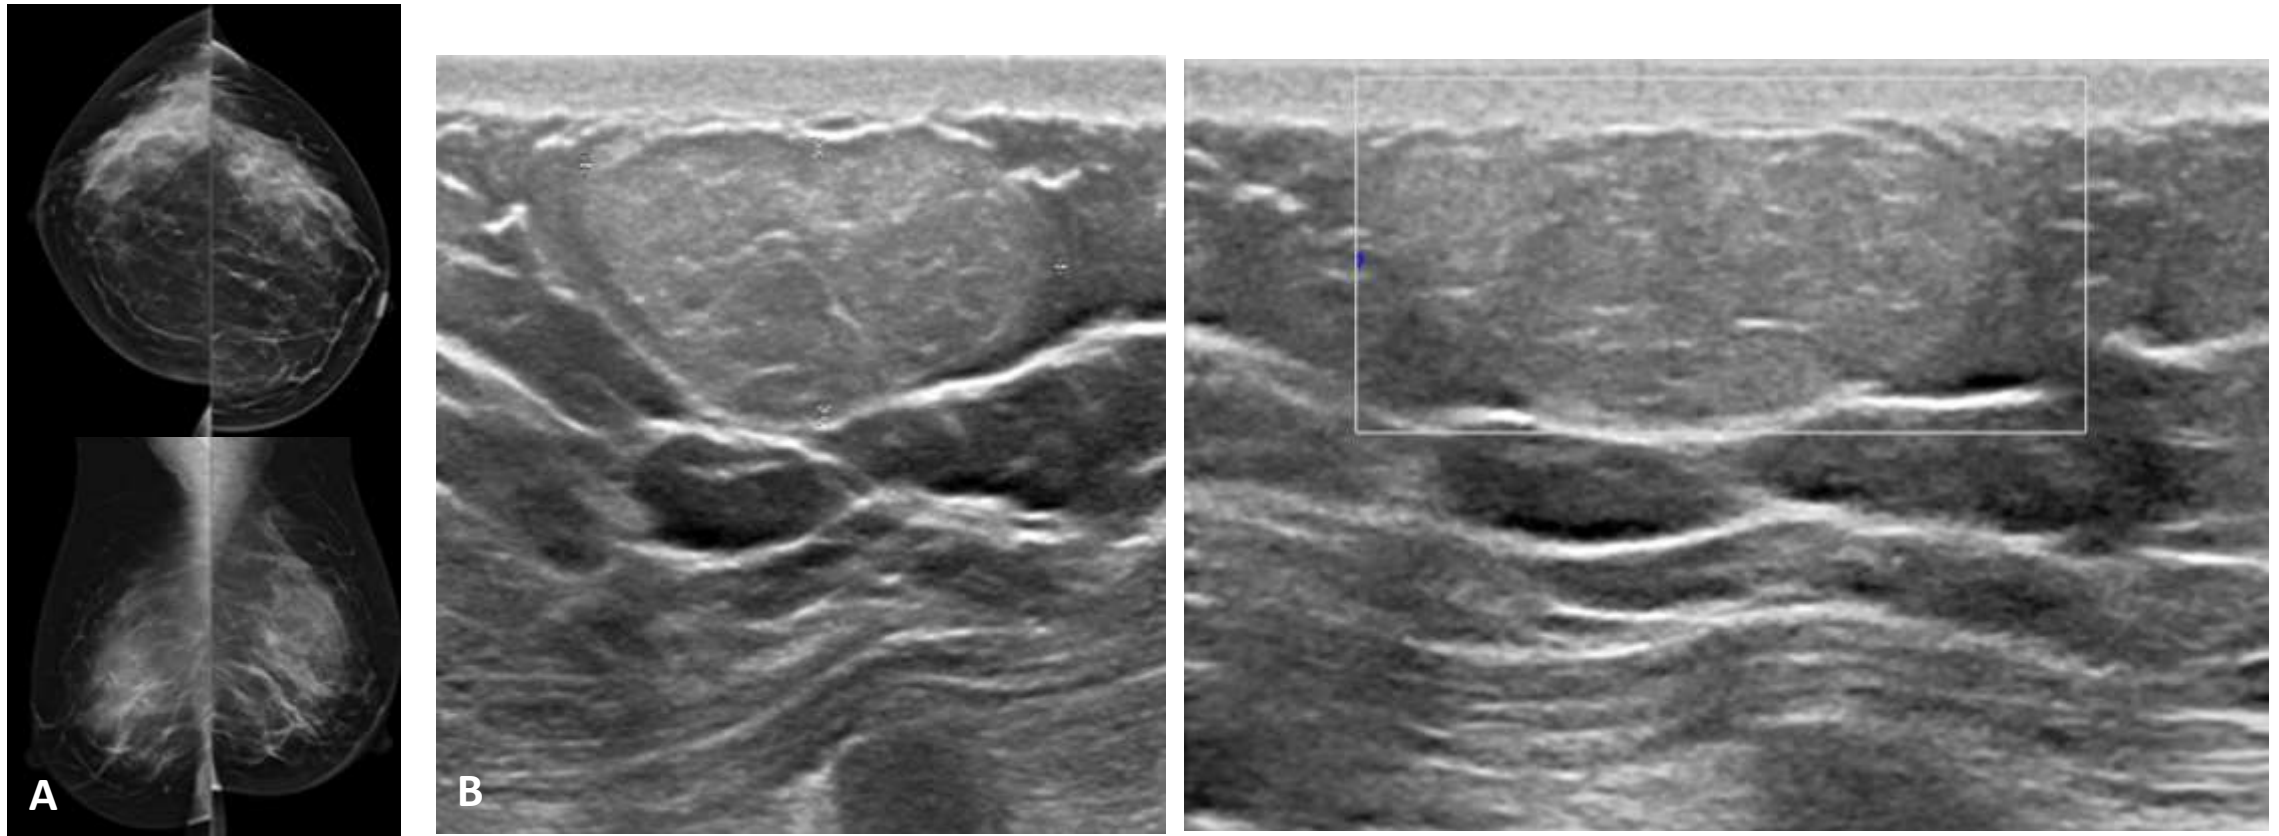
Mujer de 51 años con antecedentes familiares de cáncer de mama acude por palpación de nódulo en mama derecha de reciente aparición. A) Mamografía con tomosíntesis: patrón mamario de densidad glandular parcheada sin clara visualización de lesiones. B) Ecografía mamaria: lesión nodular en el tejido celular subcutáneo del cuadrante superior izquierdo de la mama derecha levemente hiperecoica, bien delimitada y sin vascularización significativa compatible con lipoma subcutáneo.
